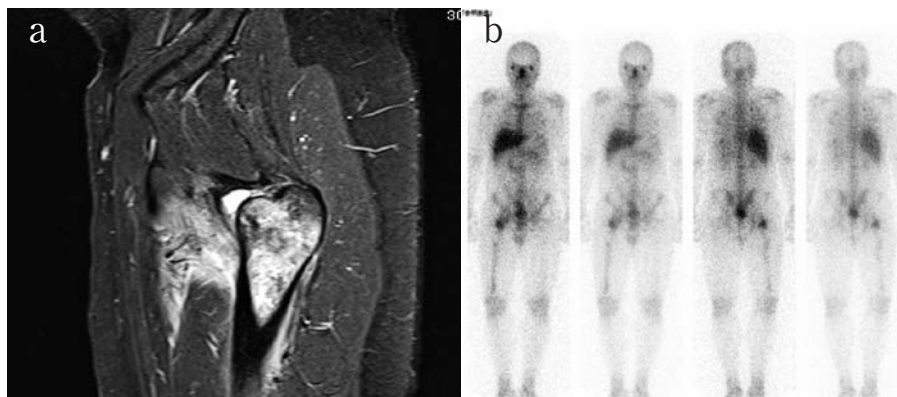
骨盤部 MRI 検査 (Fig. 4a) では T2 強調画像で右大腿骨頭を中心とした高信号を認め、また周囲の筋組織への炎症の波及と思われる高吸収域も認めた。ガリウムシンチ検査 (Fig. 4b) では右大腿部に集積を認めた。
